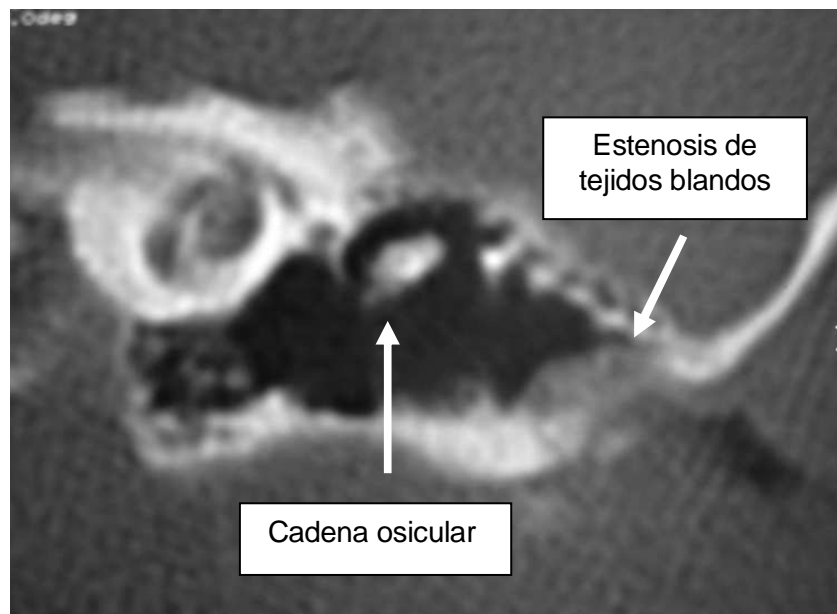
Paciente 1 TC coronal de oído izquierdo.
